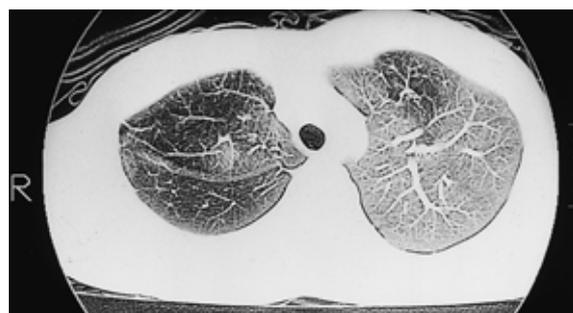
Chest CT revealed a low attenuation area and a cystic space in the right upper lobe.
